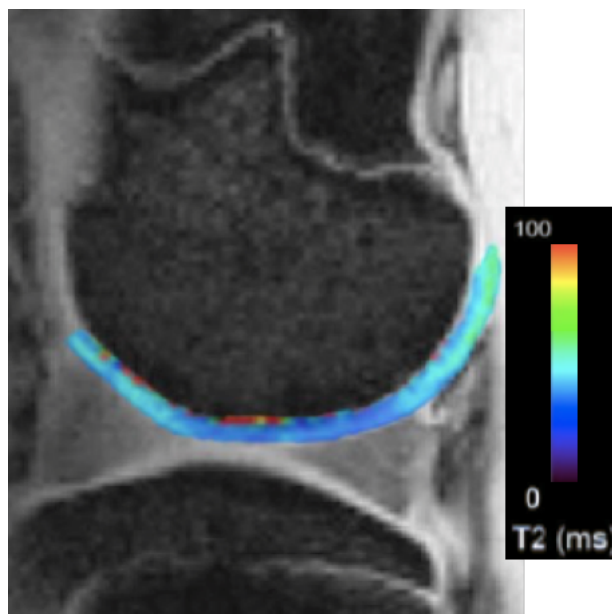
Imagem de RM em sequência de Spin Eco ponderada em T2 com corte sagital de joelho de porco em miniatura. Mapeamento em T2 da cartilagem articular. A escala de cores indica o tempo de relaxamento em T2 em cada pixel da imagem (ms = milissegundo; T2 = tempo de relaxamento em T2)
